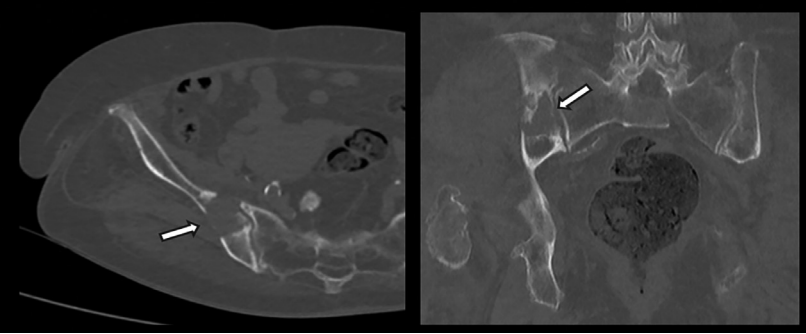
42 yaş erkek hastada, aksiyel ve koronal BT kesitlerinde düzensiz sınırlı intramedüller yumuşak doku lezyonu (oklar)
